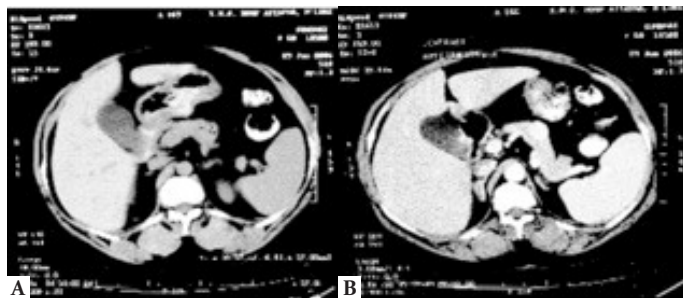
A) TC de abdomen mostrando lesión en la región de cuerpo y cola de páncreas. B) TC de abdomen mostrando lesión con realce hipervascular durante la fase arterial del estudio. Fuente: Patel S. JAPI 2013;61:423-426.
